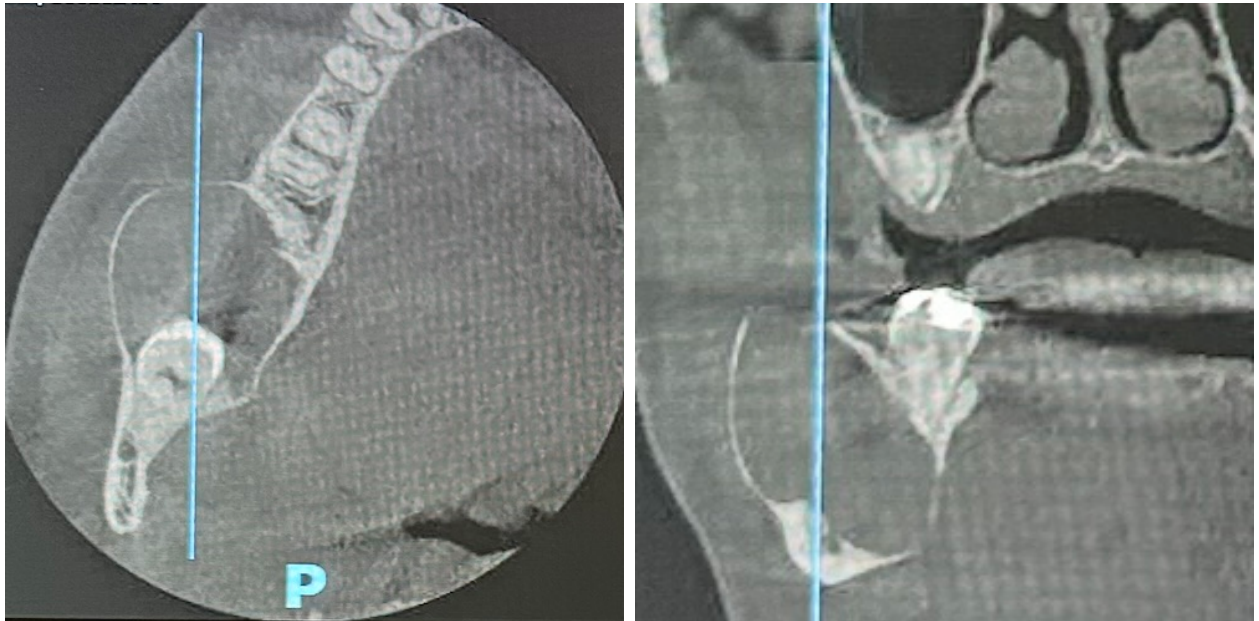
Coupes transversale et frontale du CBCT initiale. Iconographie personnelle
